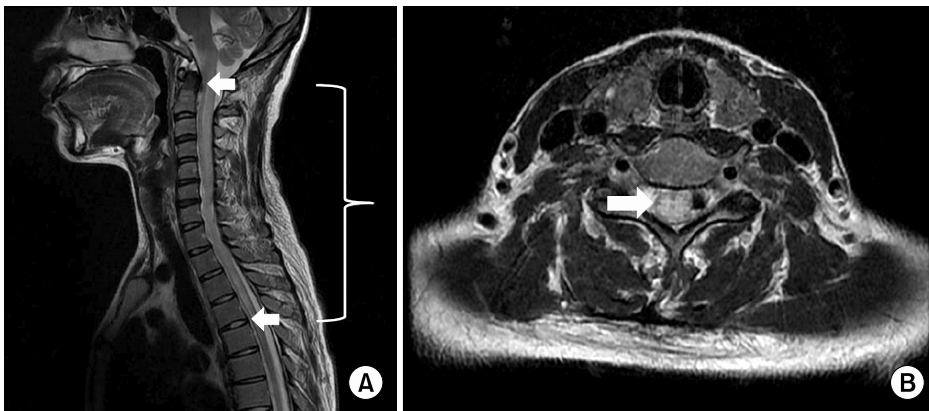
In T2 weighted magnetic resonance imaging, sagittal view shows extensive longitudinal high signal intensity lesion from cervical (C2) to upper thoracic (T4) spinal cord (A). Also transverse view show high signal intensity with cord swelling in C5 level (B) (white arrow).
